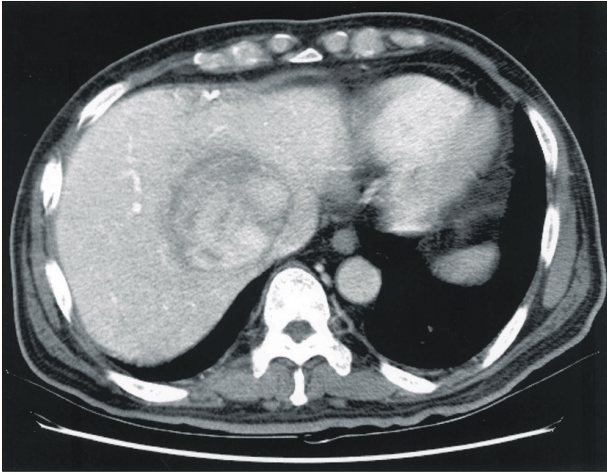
Follow-up CT scan shows no interval change of right lobe mass (4 weeks after antibiotic treatment).
